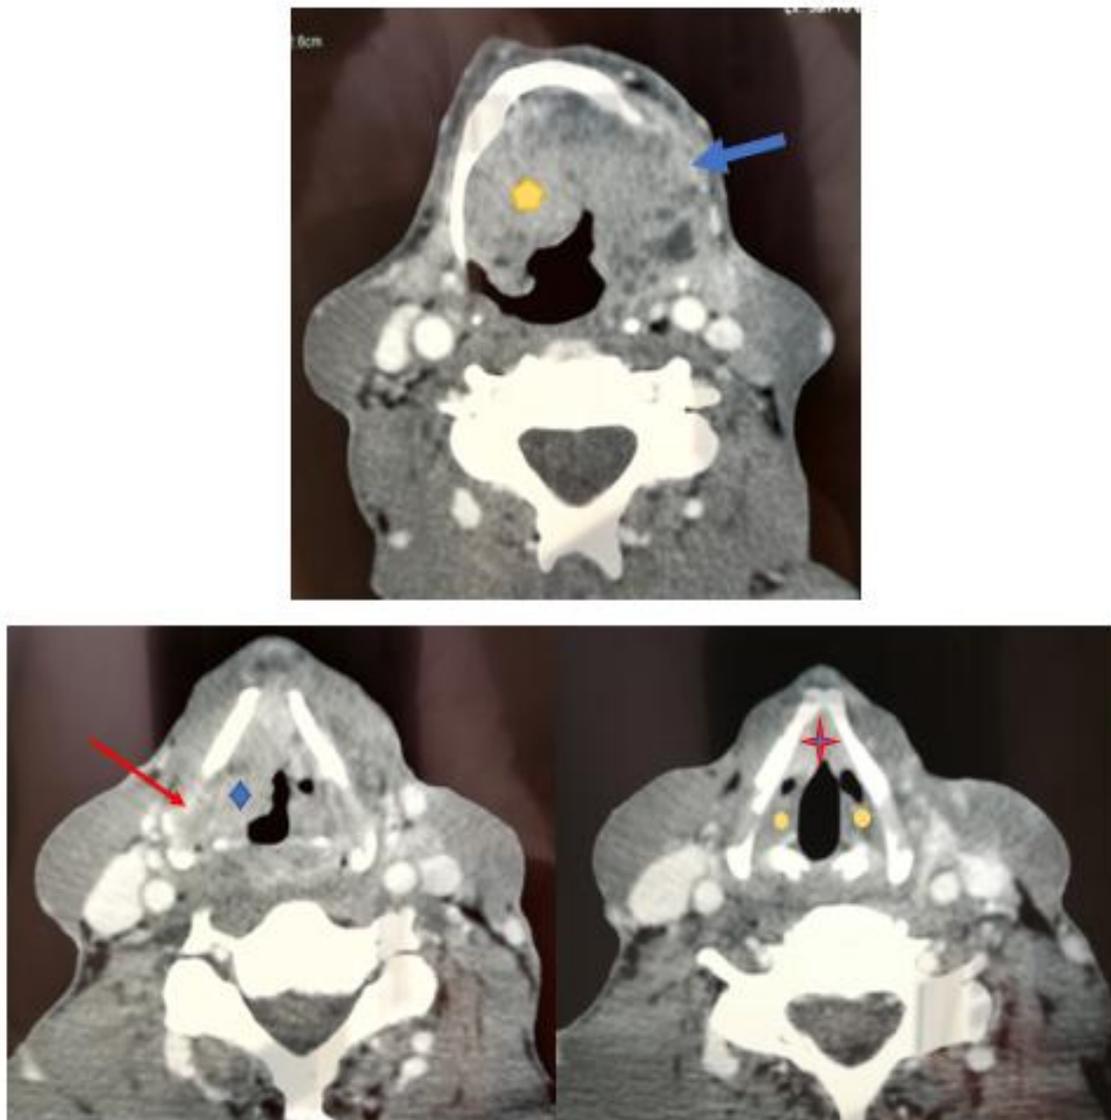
Une TDM cervicale en coupe axiale avec injection montrant une tumeur envahissante de :
